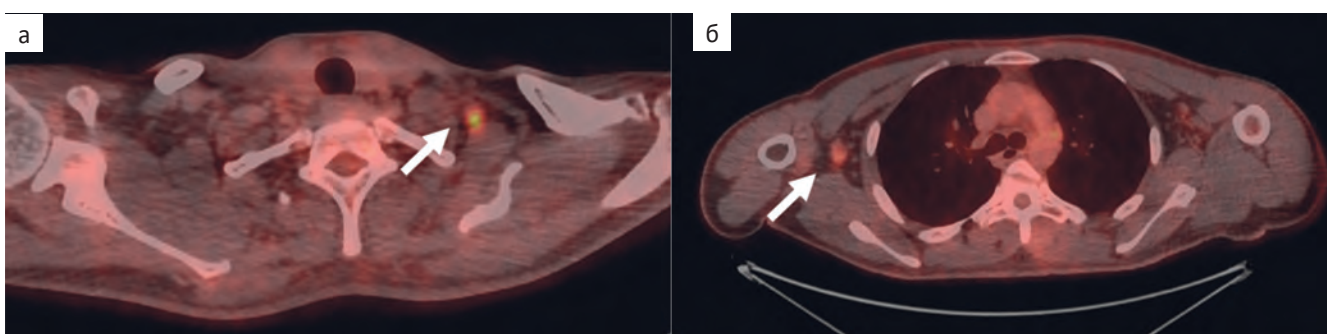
а, б — срез ПЭТ/КТ-изображения в аксиальной проекции — определяется повышенное накопление РФЛП в шейных и подмышечных лимфатических узлах до SUV_{max} 3,81
